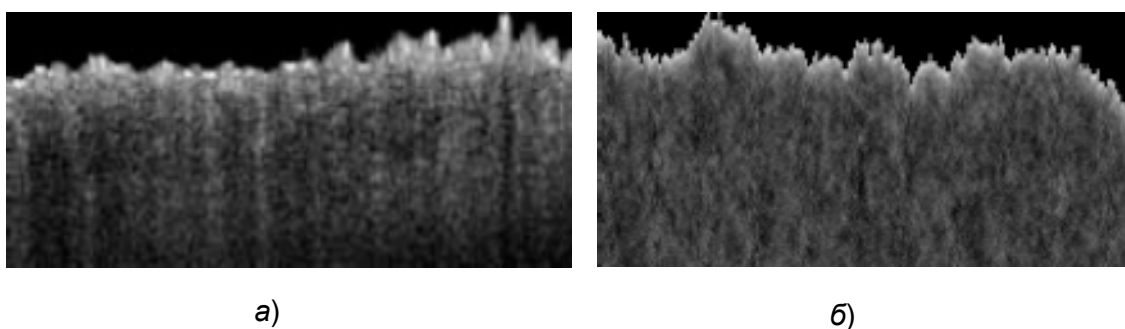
Томограмма свиной кожи (а) и результат моделирования среды со случайной верхней границей (б)
